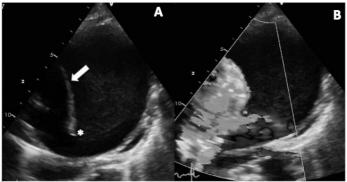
Plano paraesternal eje corto modificado de ecocardiograma transtorácico. Se puede observar flap intimal (flecha blanca) y puerta de entrada de luz falsa a luz verdadera (asterisco), con abundante ecocontraste espontáneo en falsa luz (A) . En la imagen B se puede ver flujo doppler normal en verdadera luz.
